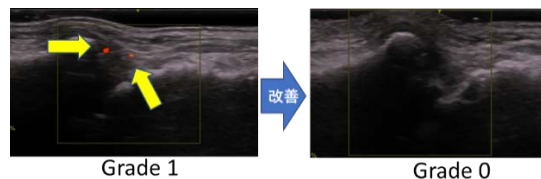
症例 1 の手関節の超音波画像の PD グレード
